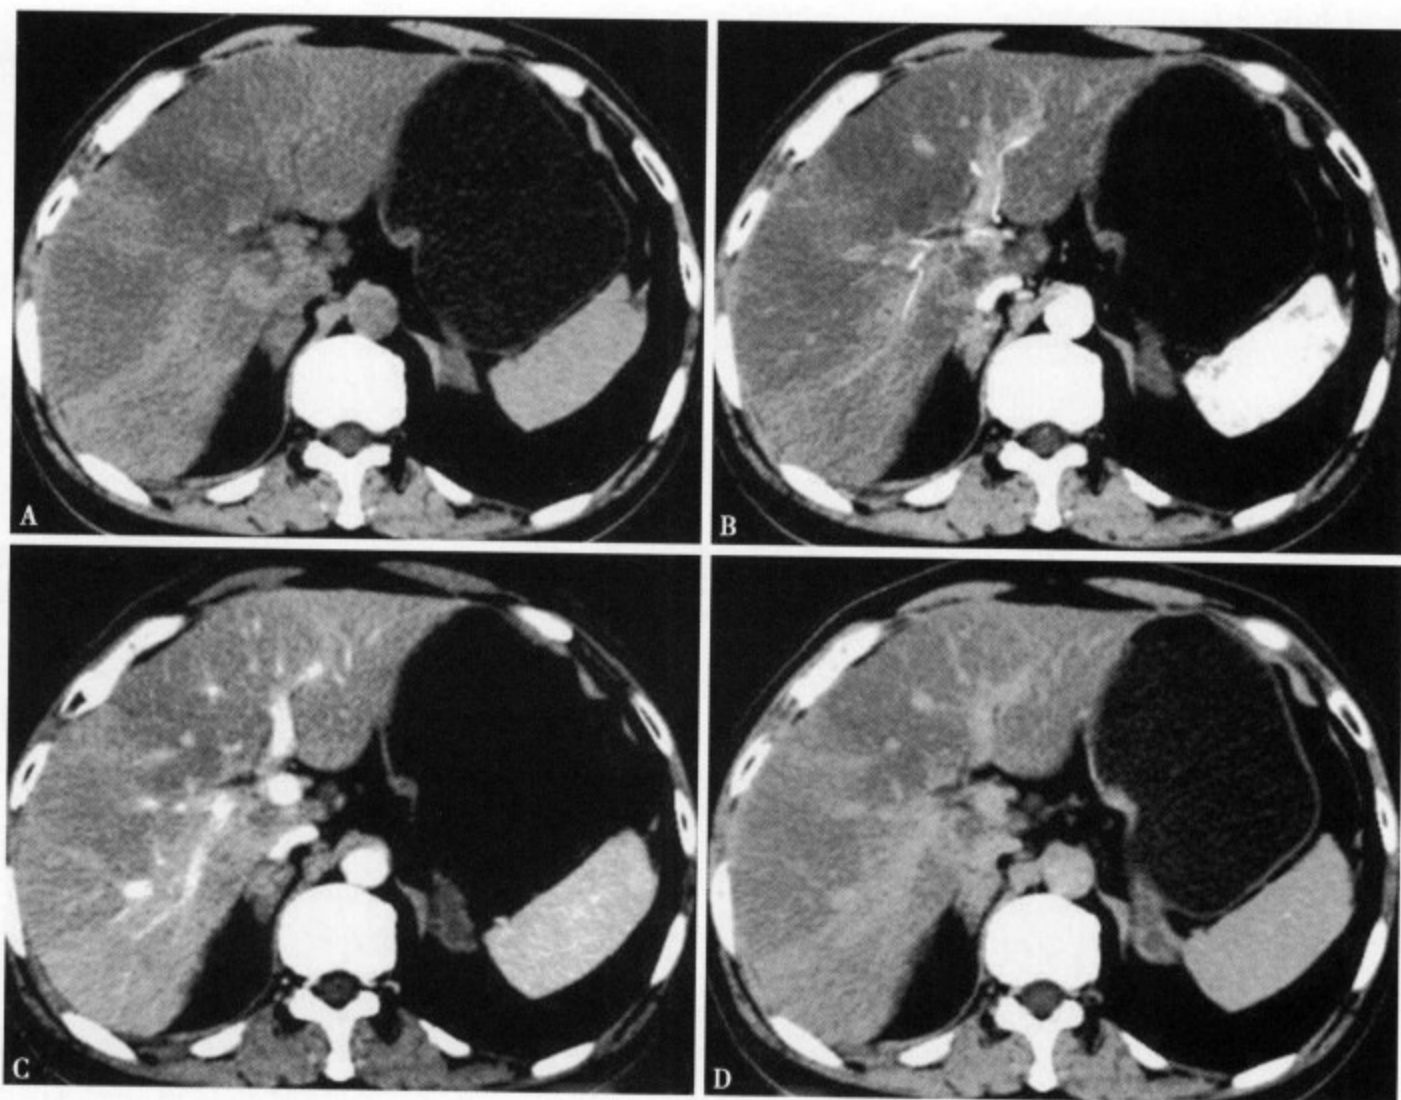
中度弥漫脂肪肝（不均匀）：肝左、右叶实质密度不均匀减低，大部分 CT 值 28Hu，局部区域 CT 值 45Hu。脾脏实质 CT 值 60Hu。肝内血管反转显示，但与肝实质对比不明显
